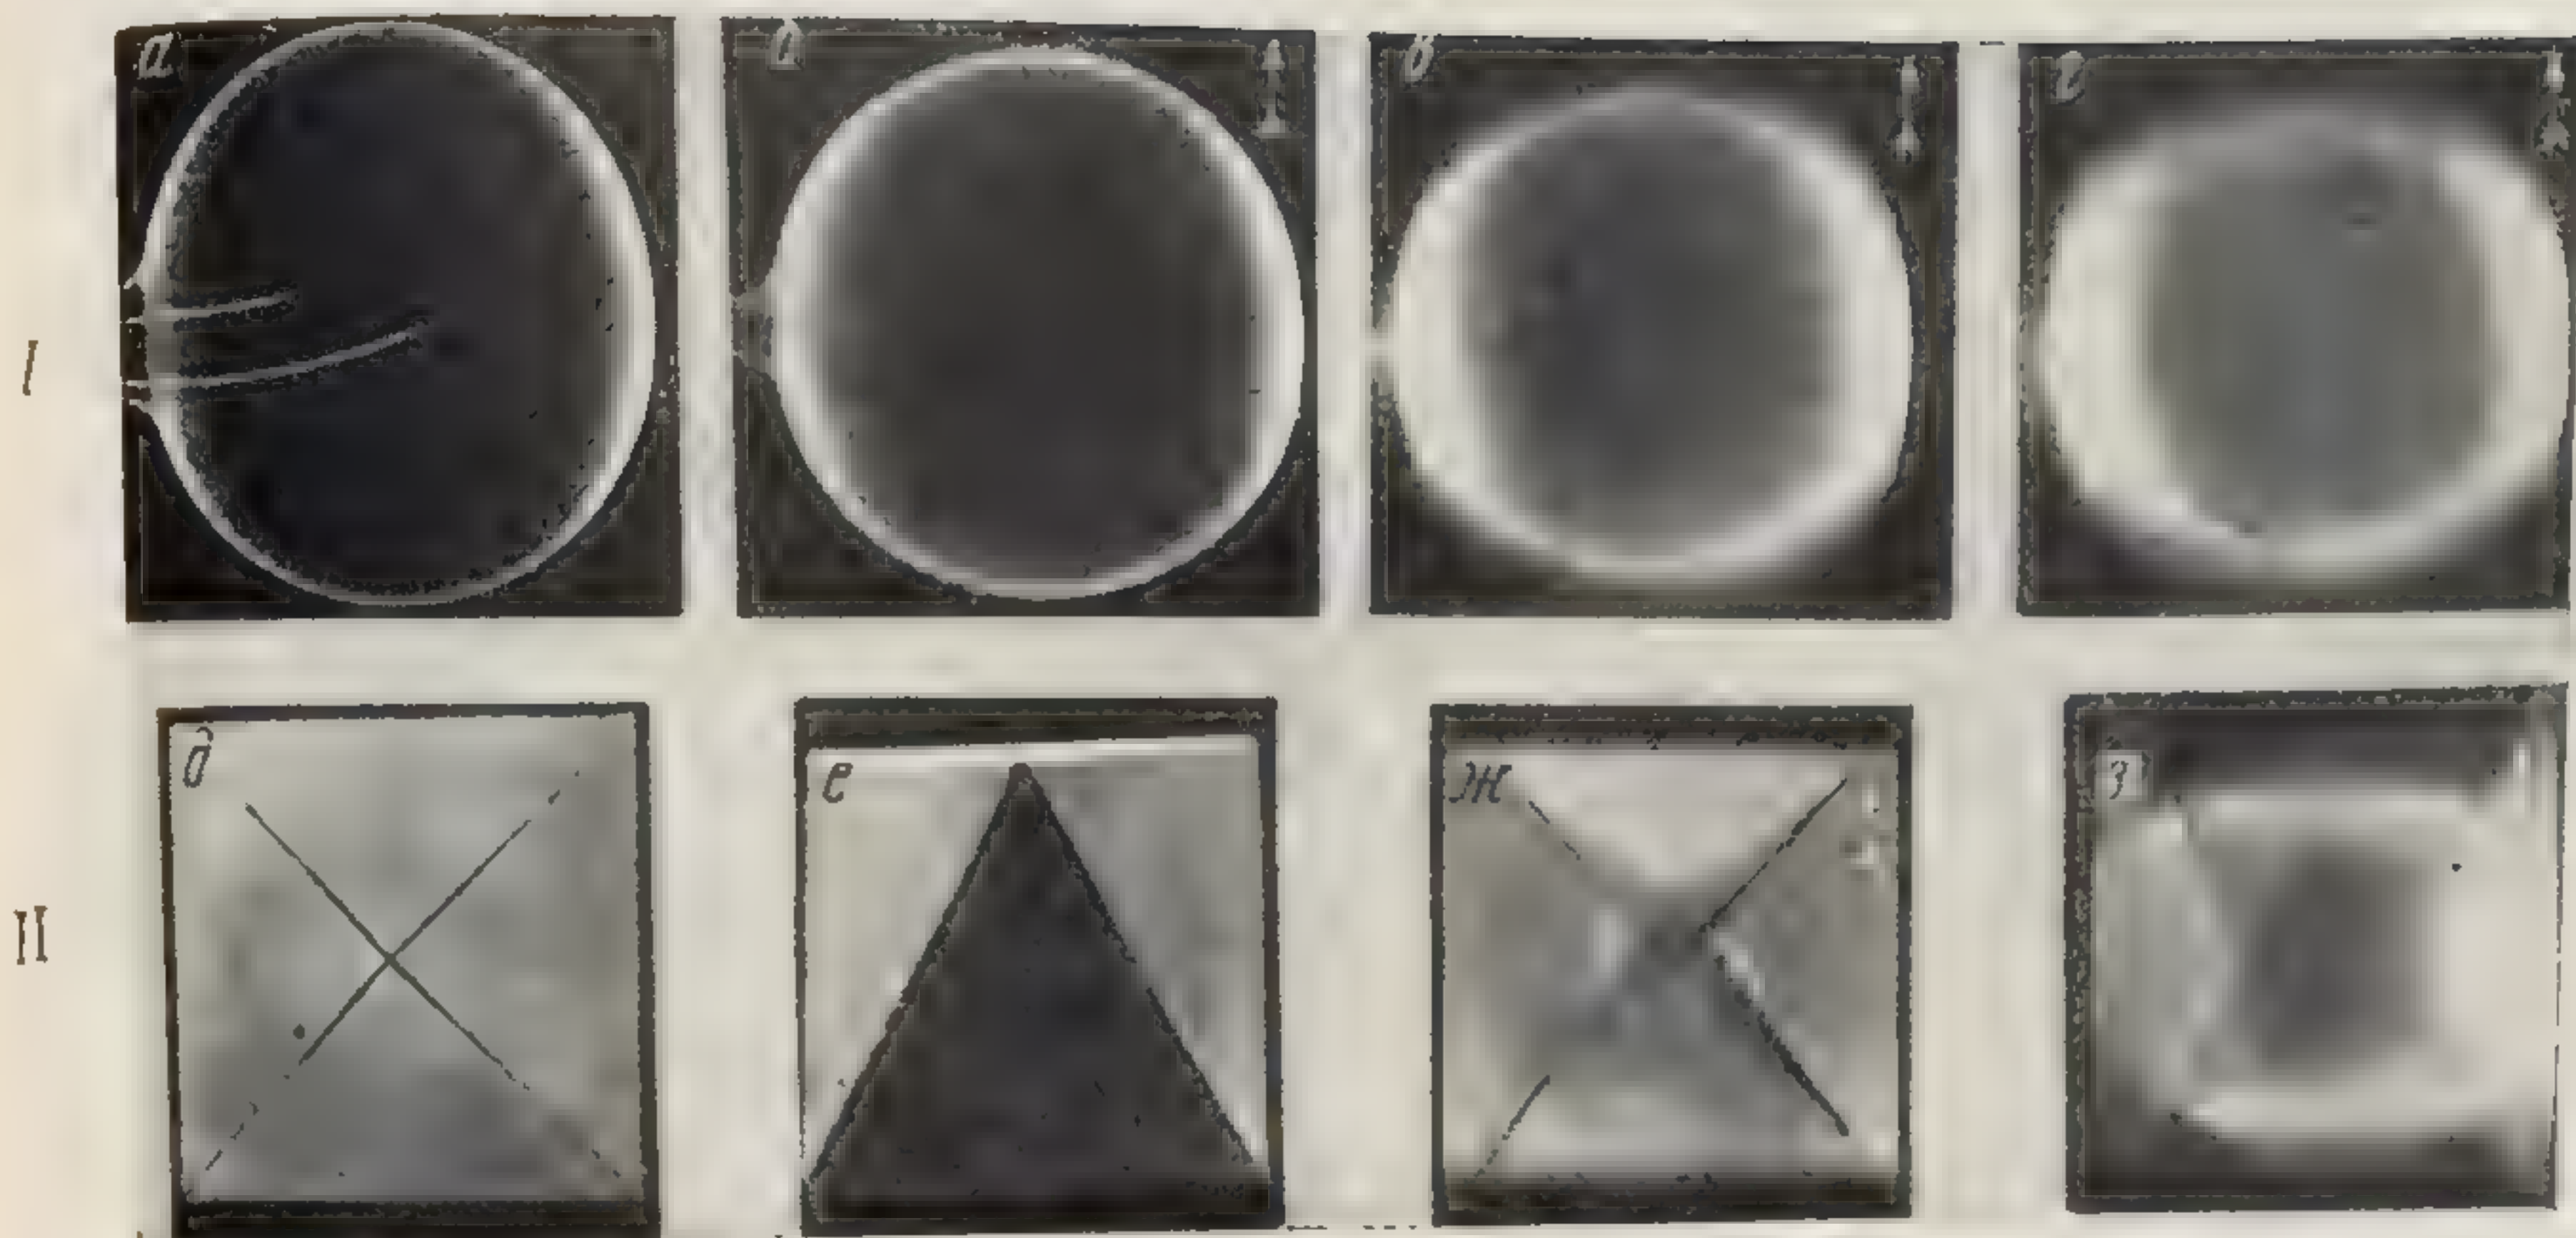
Рентгенограммы и томограммы фантомов.
